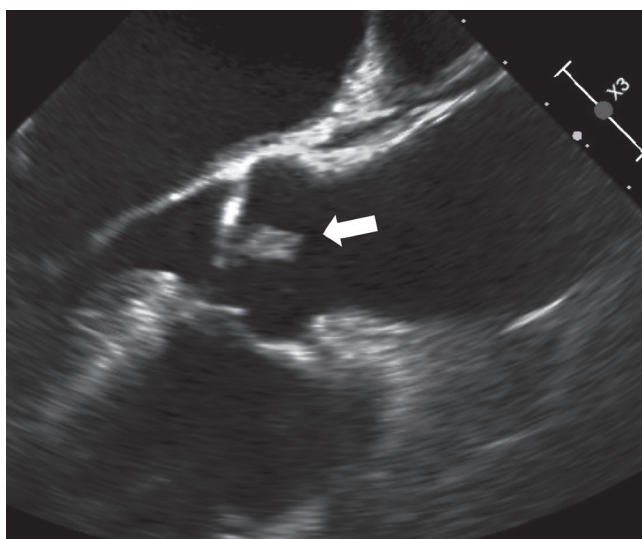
経食道心臓超音波検査所見：大動脈弁左冠尖に弁尖に10mm大の可動性に富む結節を認めた(矢印)。
